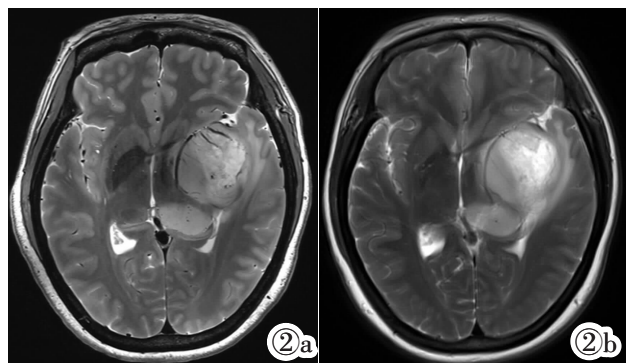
女,49 岁,左侧额颞叶胶质母细胞瘤。在 7.0T MRI 中可以看到明显的肿瘤内部流空血管影(图 2a),但在 3.0T MRI 中显示不清,影响诊断(图 2b)。
